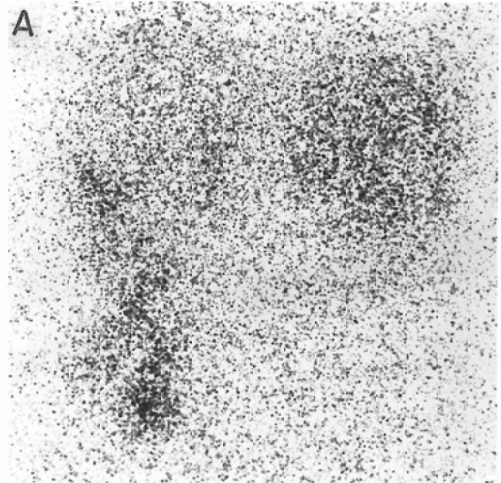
(A) Posterior abdominal ^{131}I -MIBG scintigram in a 37-year-old female showed accumulations in the left abdomen, which suggested metastases from a previously excised pheochromocytoma in the Zuckerkandl. At surgery a 7g mass in the left renal capsule and two masses of 12g and 8.8g respectively in the left psoas muscle were noted and removed.
